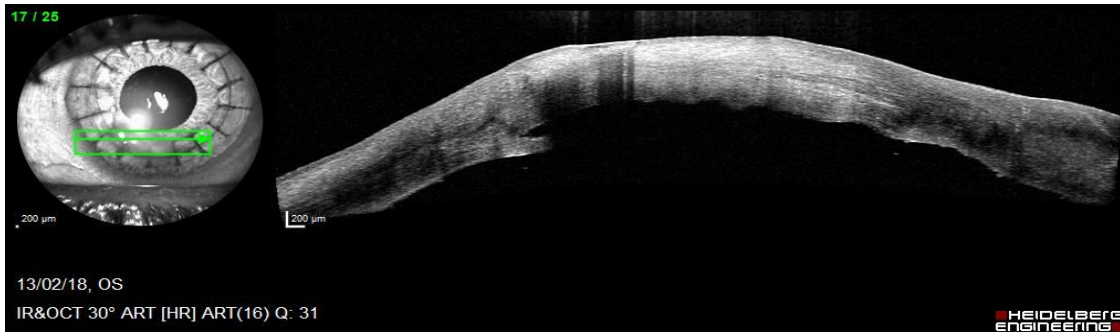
Tomografía de coherencia óptica que muestra el absceso en la unión injerto-receptor
